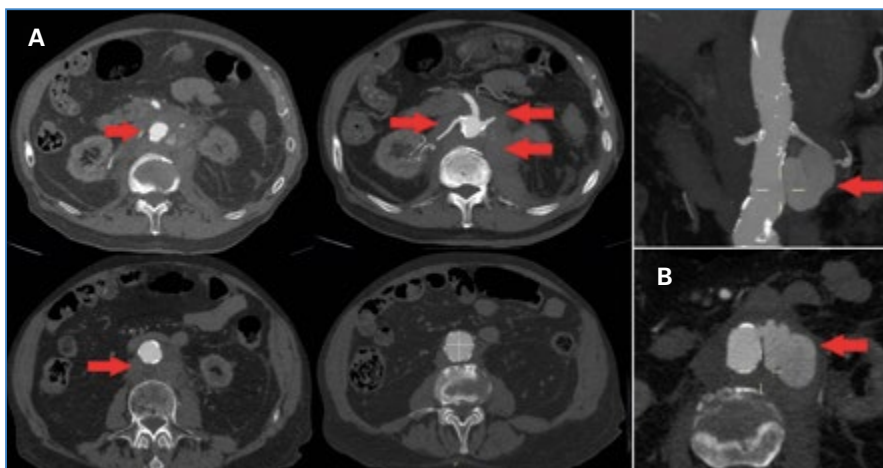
Angio TC. A. Fibrosis retroperitoneal periaórtica abdominal con infiltración de ramas viscerales. B. Rotura de aorta infrarrenal.
